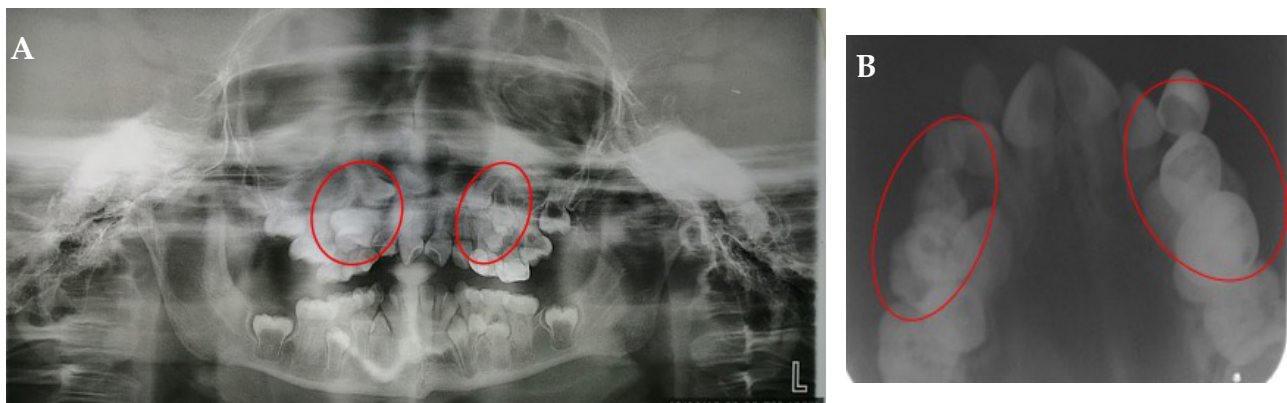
Radiografías: A. Panorámica. B. Oclusal
